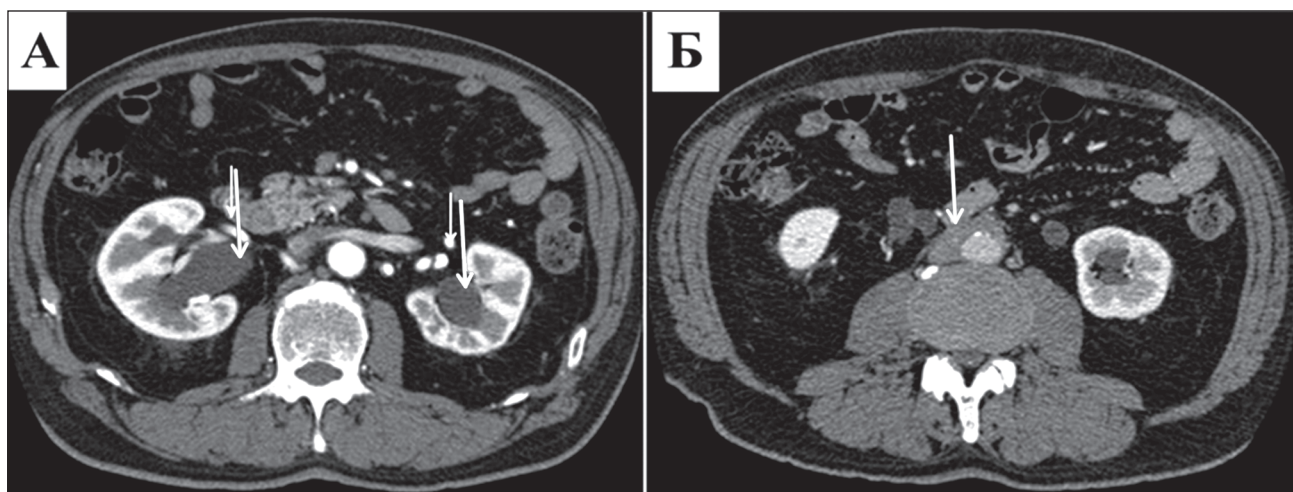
КТ-ознаки РПФ при IgG4-33: А — двосторонній гідронефроз; Б — м'якотканинне утворення навколо черевної аорти [17]
